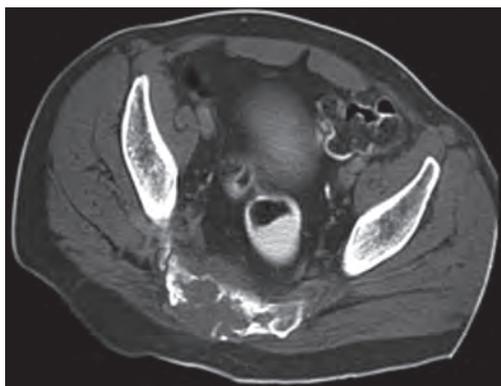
КТ. Хордома крестца.
